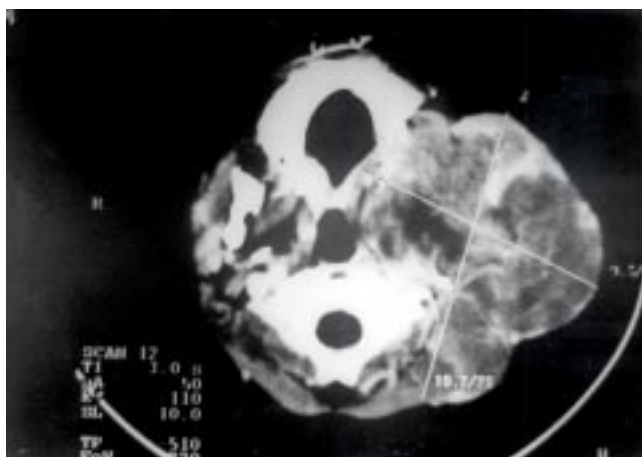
Imagen de TC que muestra destrucción de rama ascendente mandibular izquierda y extensión hacia tejidos blandos.
